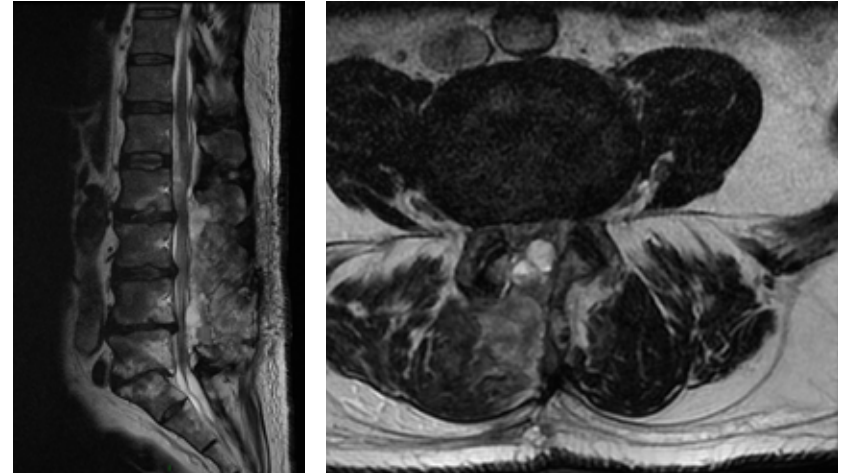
IRM en coupes sagittale et axiale pondérée T2. Hématome péri-dural typique chez un patient qui se dégrade à 48 h post-op. Dans ce cas-ci, il ne faudra pas réintervenir car, au lit, le patient n'a aucun déficit. Les vives douleurs ressenties en station cèderont en quelques jours.
